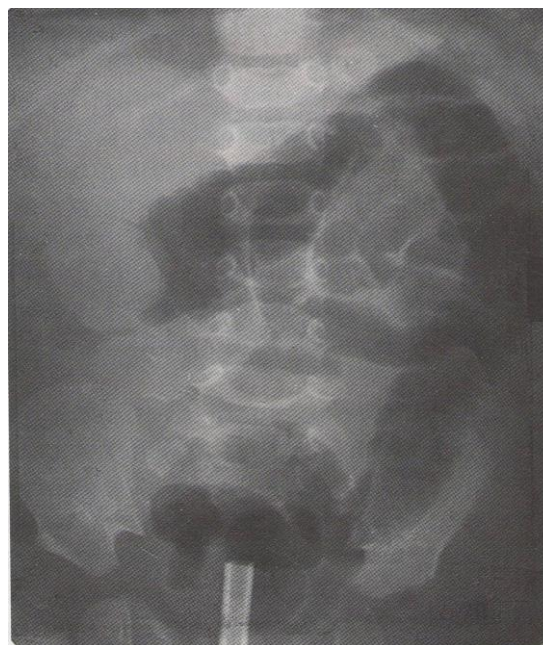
Подвздошно-ободочная инвагинация у ребёнка 7 мес. В печеночном углу толстой кишки определяется тень инвагината. Рентгенограмма с контрастированием толстой кишки воздухом.
